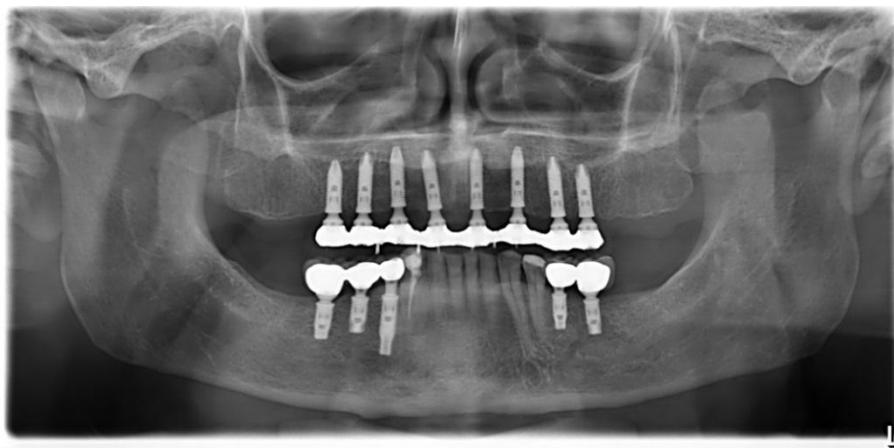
Radiografia panorâmica realizada após a instalação da prótese provisória.
